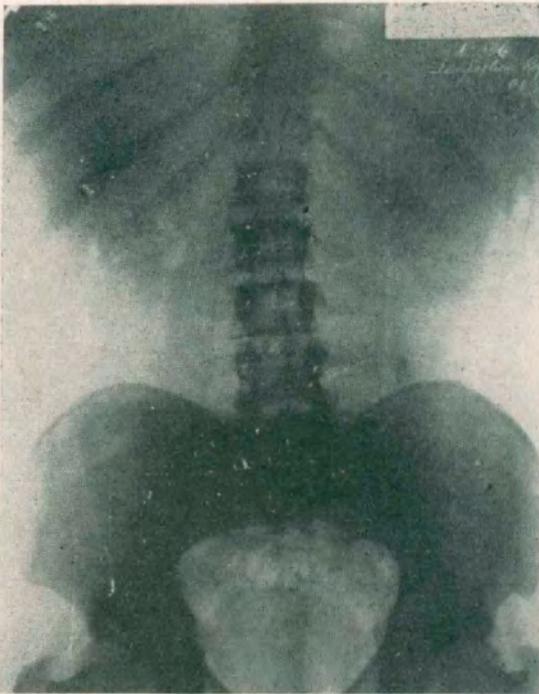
Radiografía simple del árbol urinario.
